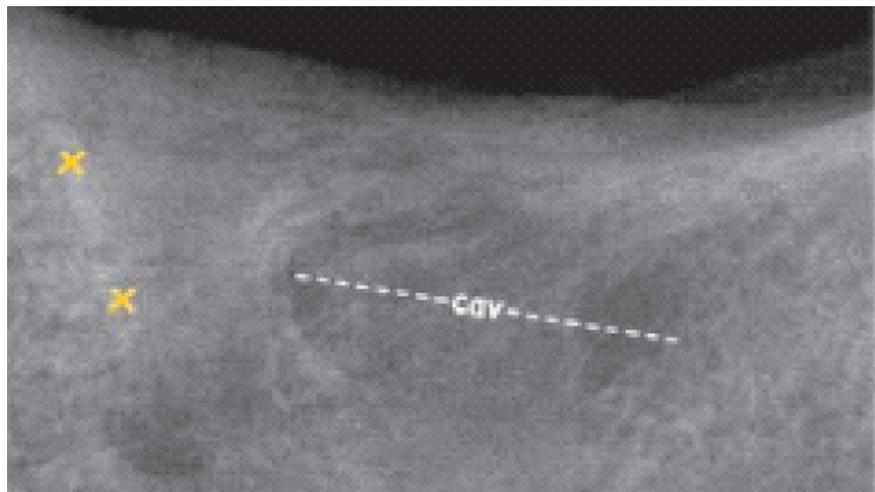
Ein typisches Erscheinungsbild von NICO auf dem Röntgenbild: Ovale, schlecht abgegrenzte Transluzenz (cav) mit Anzeichen einer peripheren Sklerose. Der Hohlraum reicht bis zu der gestrichelten Linie. „X“ markiert eine nicht resorbierte Lamina dura (knöcherne Zahnfachbegrenzung).
